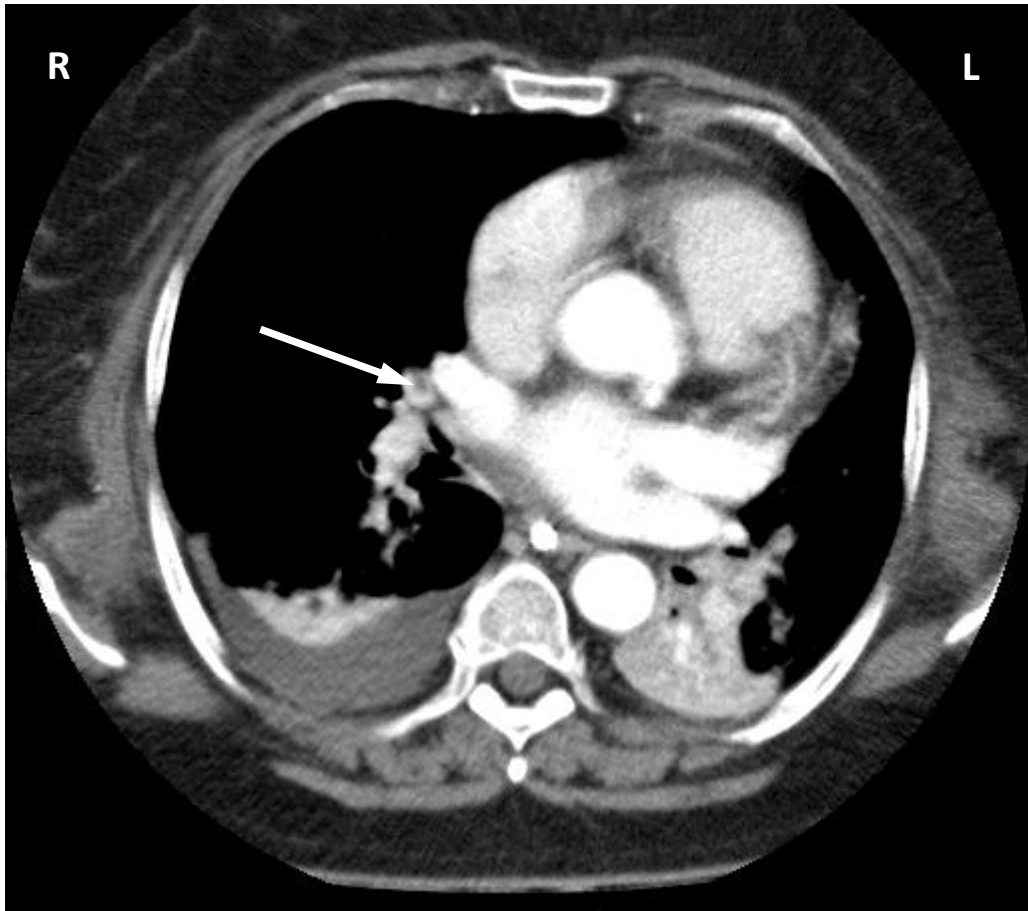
Computertomografischer Untersuchungsfund einer übersehenen LAE
